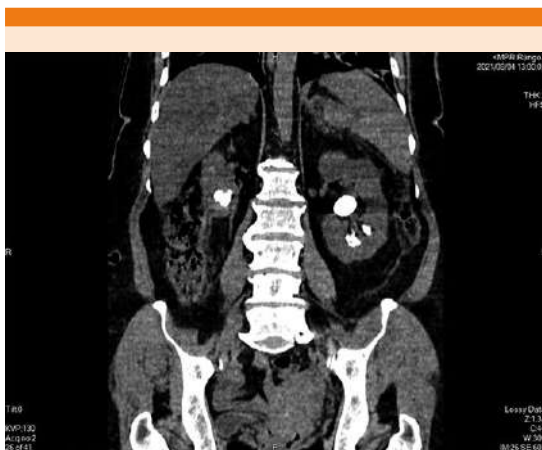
Tomografía axial computada de abdomen simple, corte coronal, que evidencia litiasis renal bilateral.
